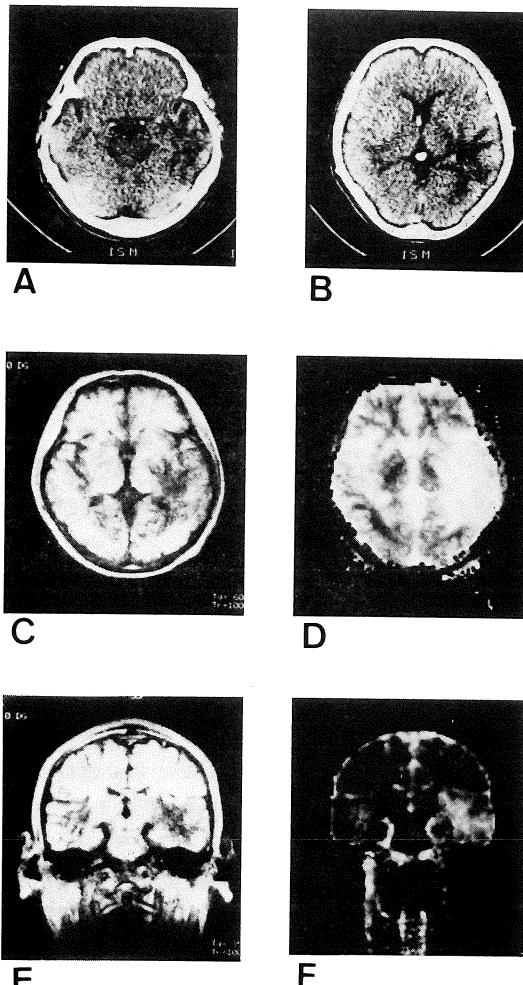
A, B: X-CT of 11 months after radiotherapy. C, D, E, F: MRI of 11 months after radiotherapy. C; horizontal IR image (600, 1,000), D; horizontal T_1 image (300, 1,000), E; coronal IR image (350, 1,000), F; coronal T_1 image (300, 1,000).
